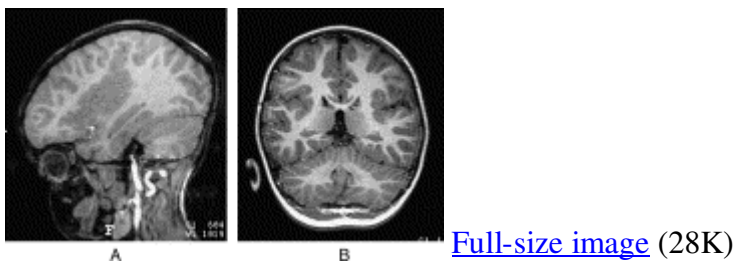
(A and B) Bilateral perisylvian polymicrogyria. Patient #3. The images show T1-weighted images of bilateral perisylvian polymicrogyria on sagittal and coronal views.
